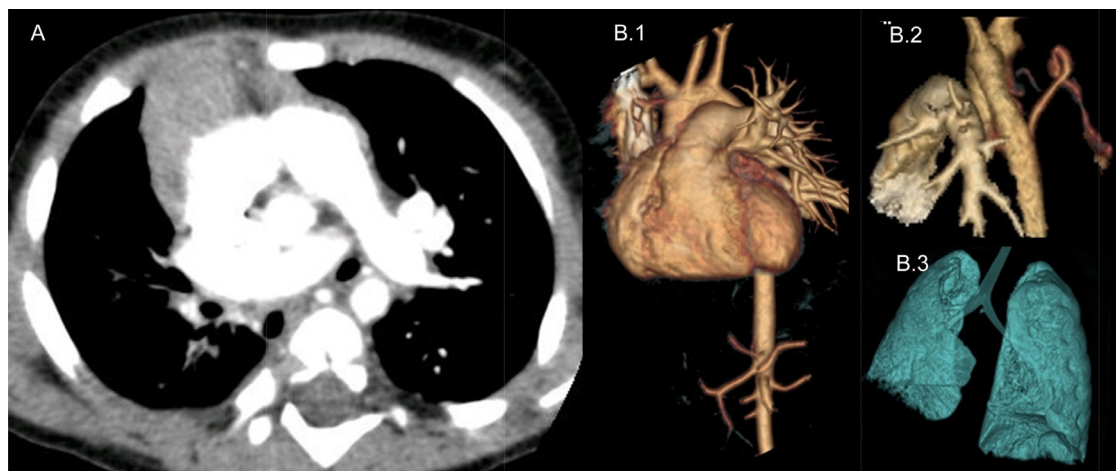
A) TC torácica helicoidal con contraste. Se observa agenesia de la arteria pulmonar derecha e hipoplasia pulmonar derecha. B) TC torácica helicoidal con reconstrucciones 3D. B.1) Detalle de la agenesia de la arteria pulmonar derecha. B.2) Ramas colaterales desde aorta descendente que nutren parénquima pulmonar derecha. B.3) Hipoplasia pulmonar derecha.
